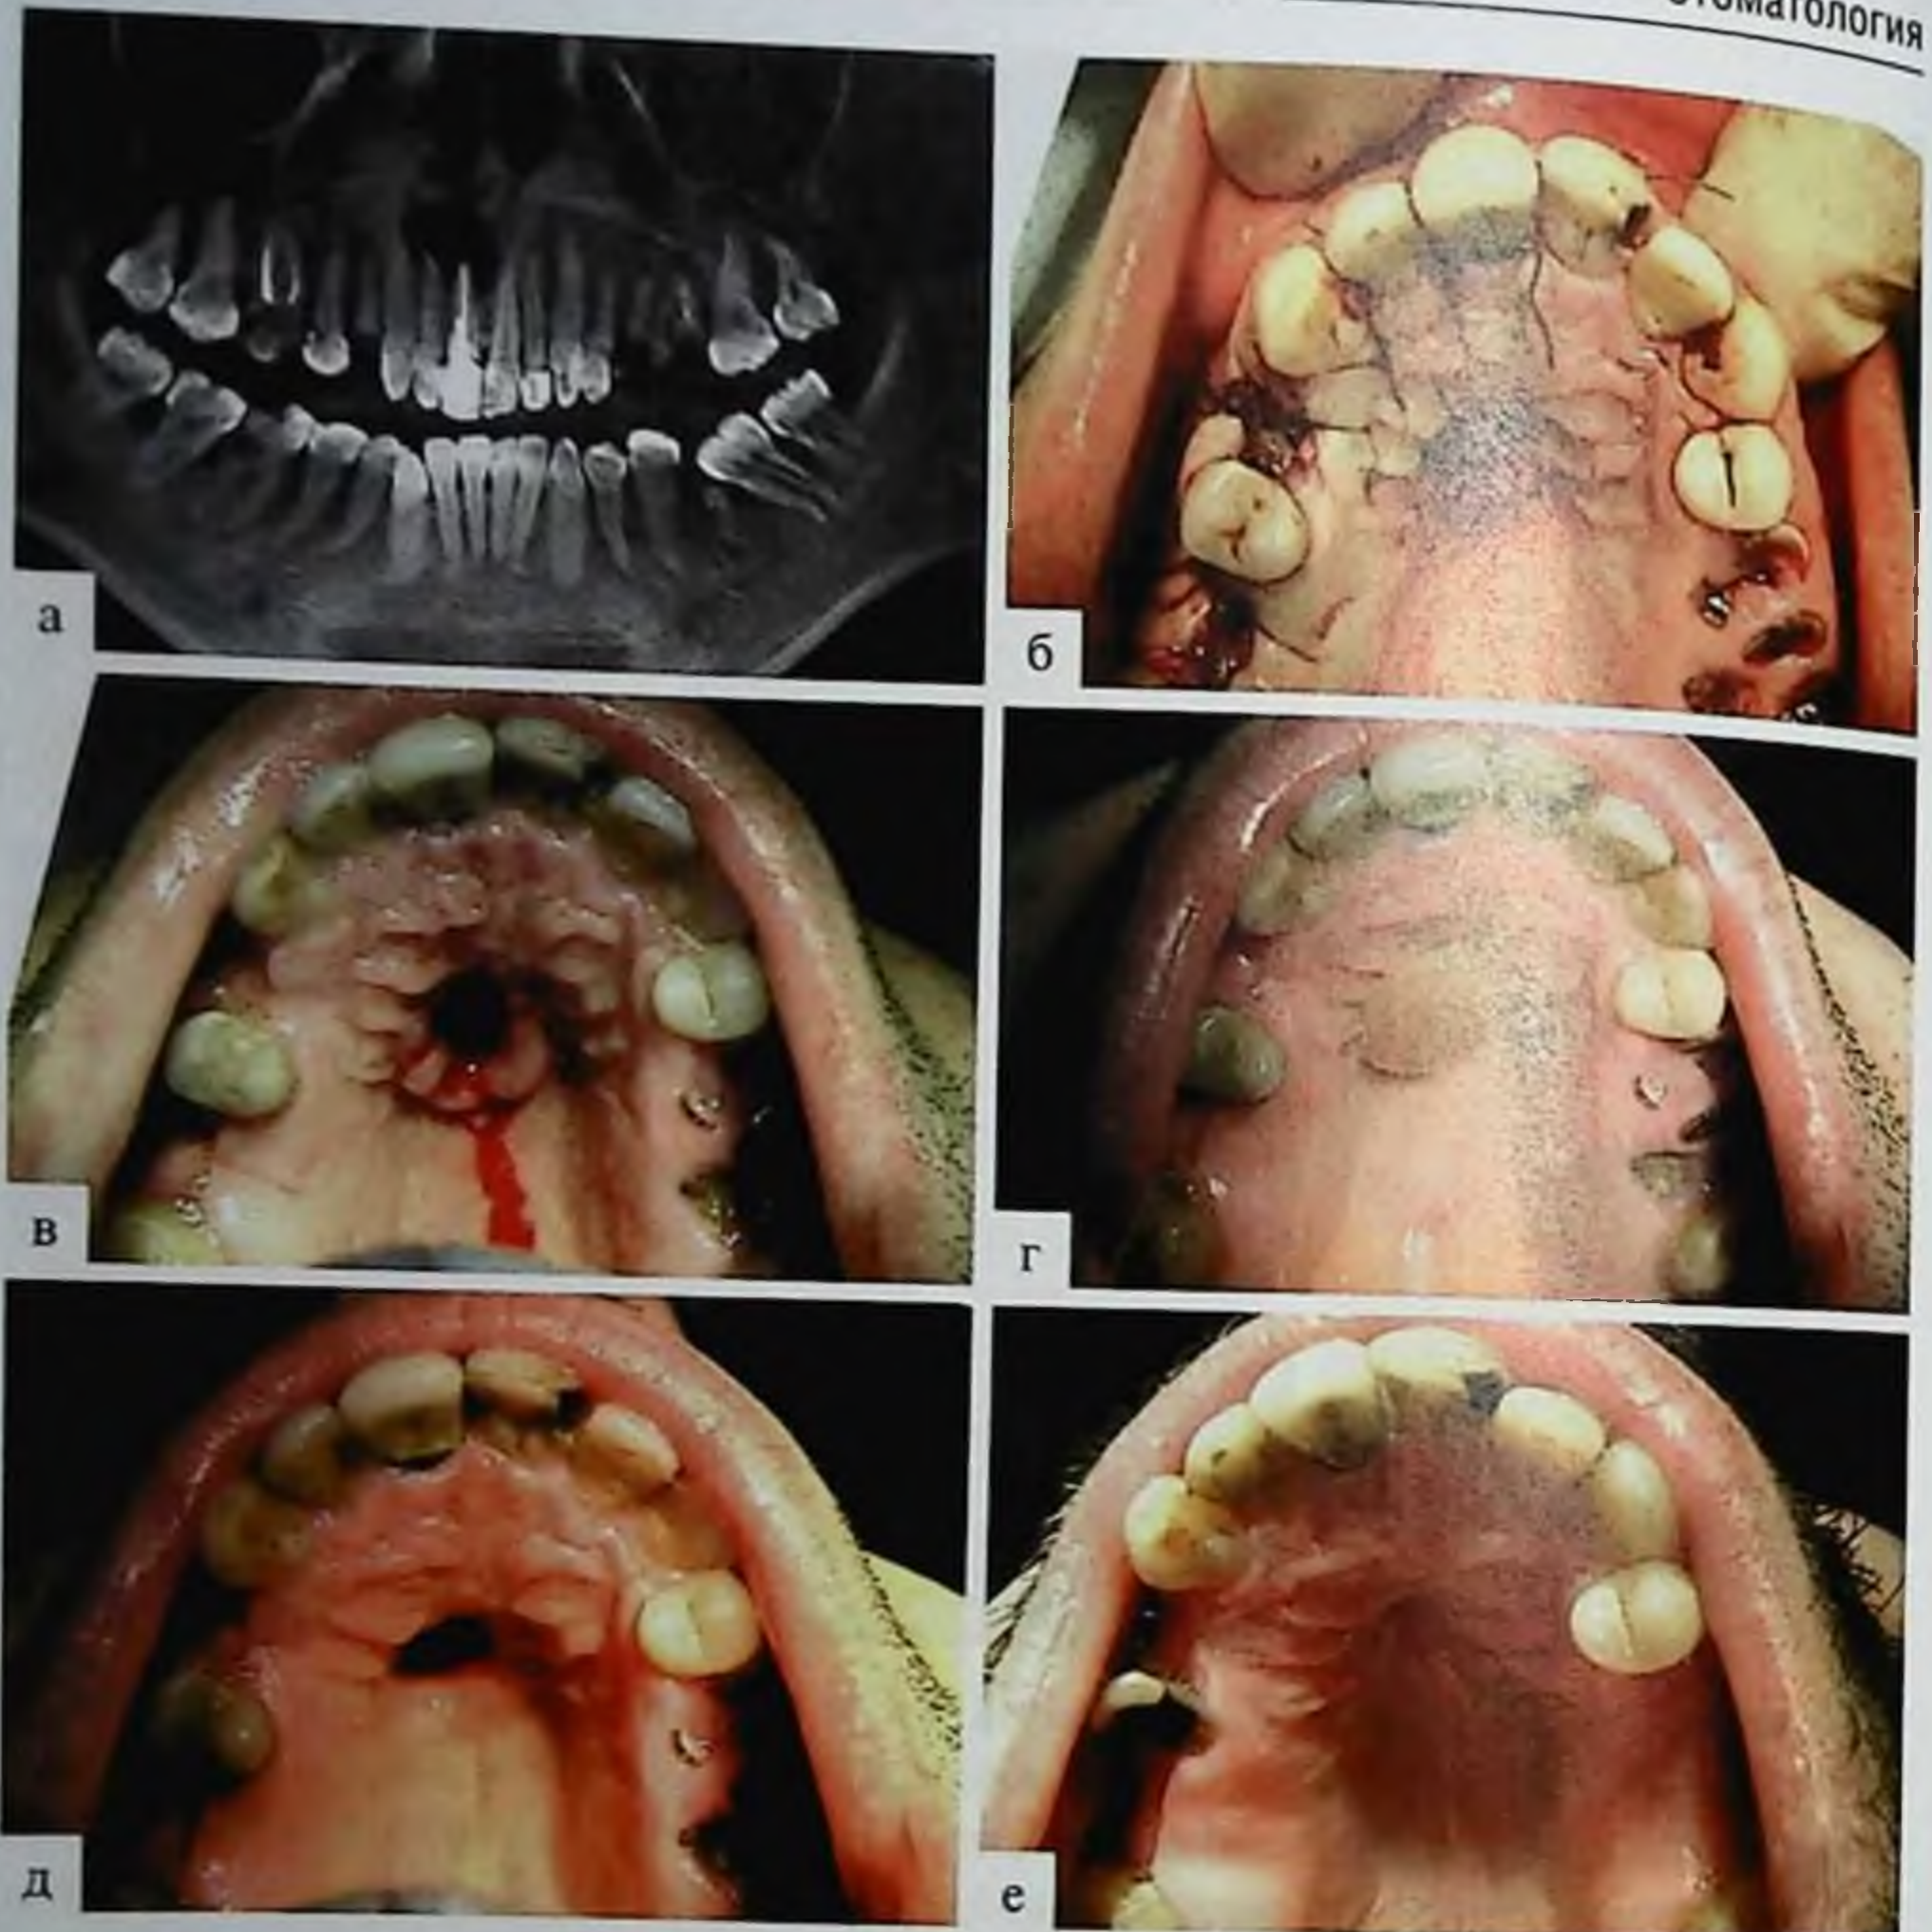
Нёбная цистотомия у пациента с радикулярной кистой верхней челюсти во фронтальном отделе: а — конусно-лучевая томограмма — определяется разрежение округлой формы в области кисты; б — произведена цистотомия на нёбе, полость заполнена йодоформной турундой; в — obturator в полости кисты; д — полость на этапе заживления; е — через 1 год после операции
